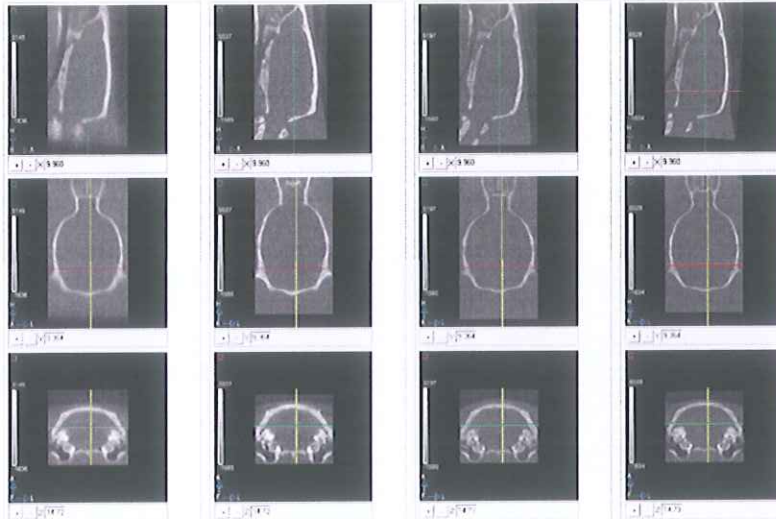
Comparación de las imágenes CT de todos los animales. A la izquierda se muestra el CT_{ref} . Las otras tres columnas muestran tres CT diferentes correspondientes a tres animales diferentes. Se comprobó que todos los CT están correctamente registrados al CT_{ref} .
